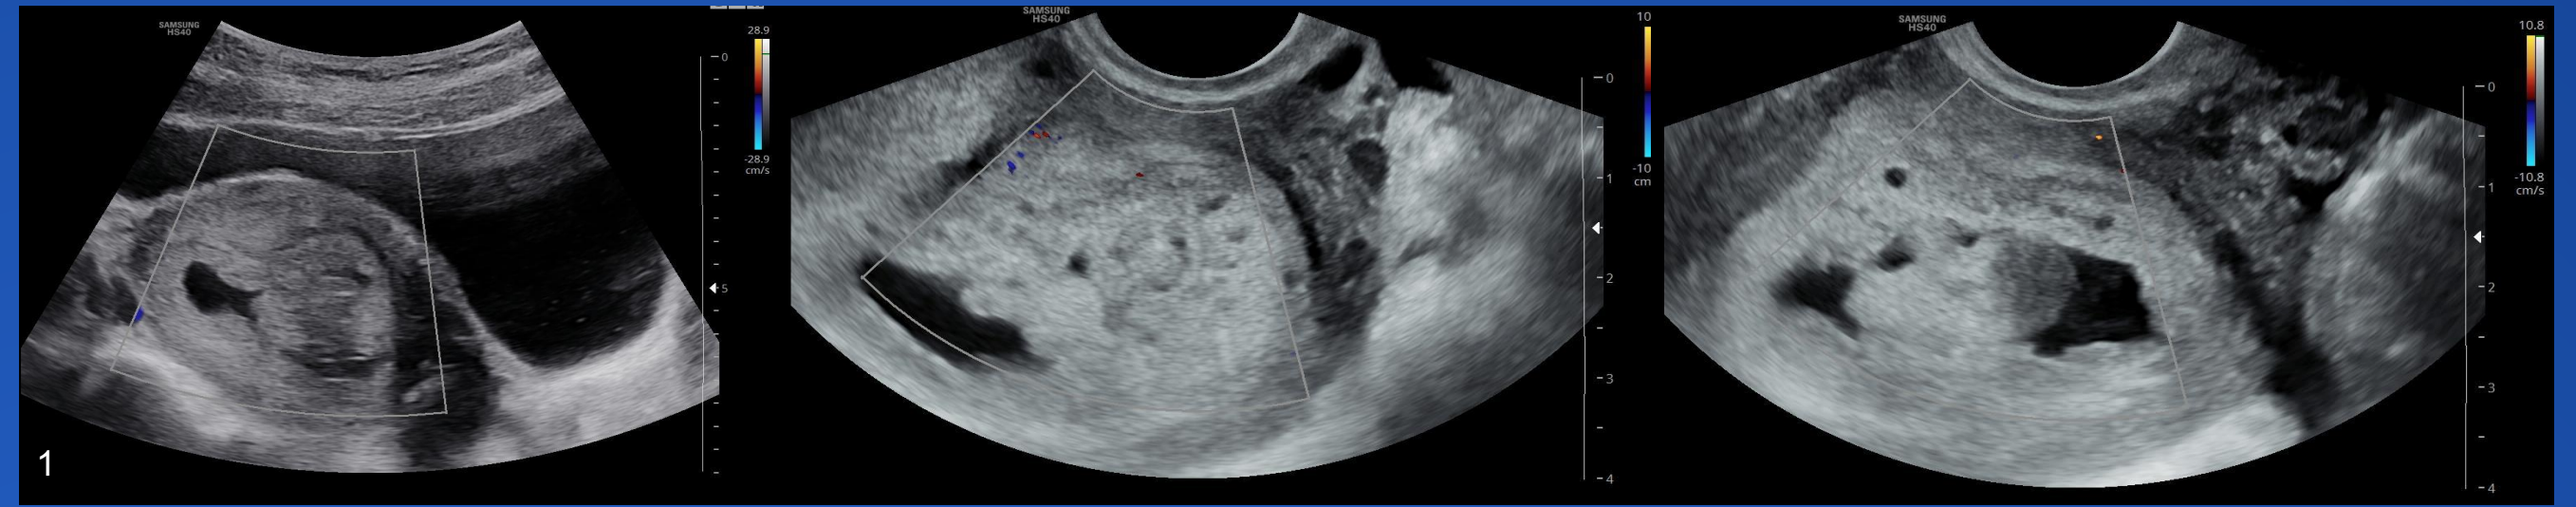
Ecografía suprapúbica y endovaginal mostrando formación mamelonada heterogénea, con áreas microquísticas dentro de la cavidad uterina como en el miometrio anterior. Se sugiere dosaje cuantitativo de  $\beta$ -HCG.
